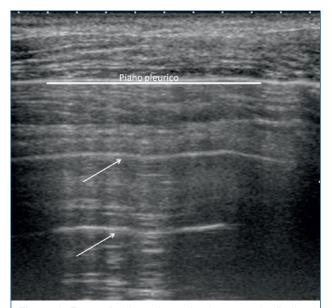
Ecografia di un piano pleurico normale. Il piano pleurico è regolare e viene riprodotto ad intervalli regolari in profondità a causa della specularità acustica della linea pleurica. Questi riverberi vengono denominati genericamente Linee A.
